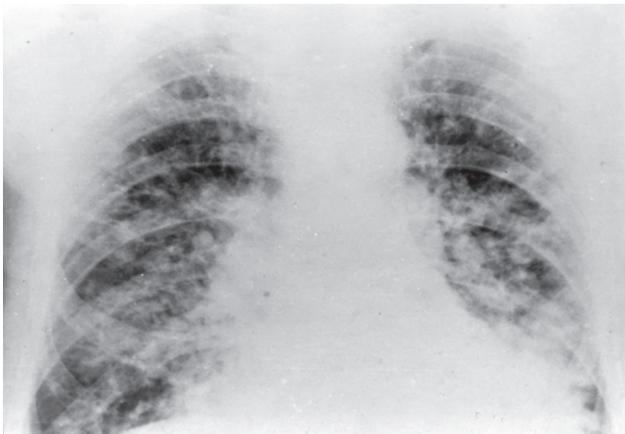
Рентгенограмма легких, IV стадия ОРДС.
